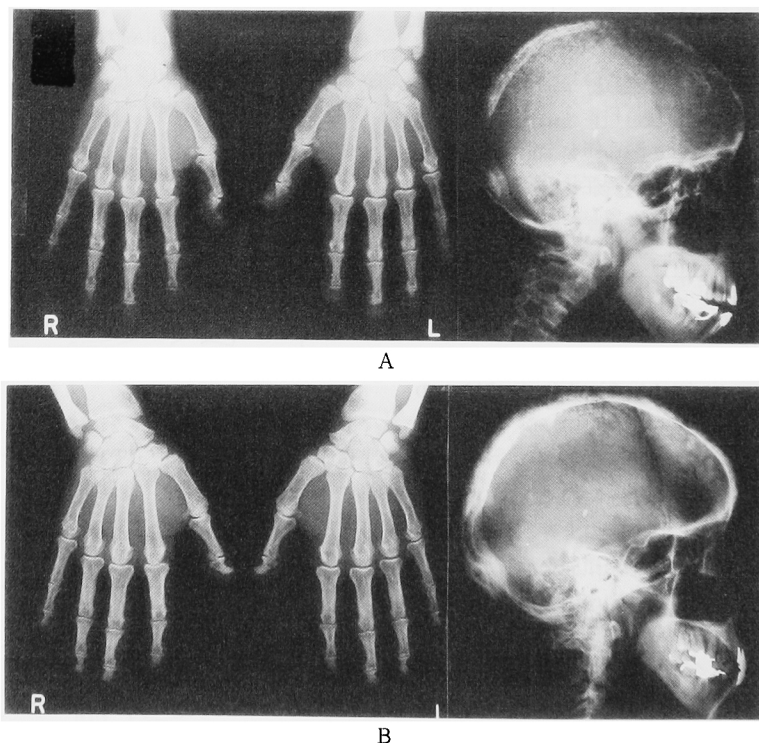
A. Preoperative X-ray findings. Hand; Subperiosteal bone resorption and tuft disappearance. Skull; Salt and pepper appearance. B. Postoperative X-ray findings. These changes have improved remarkably.
